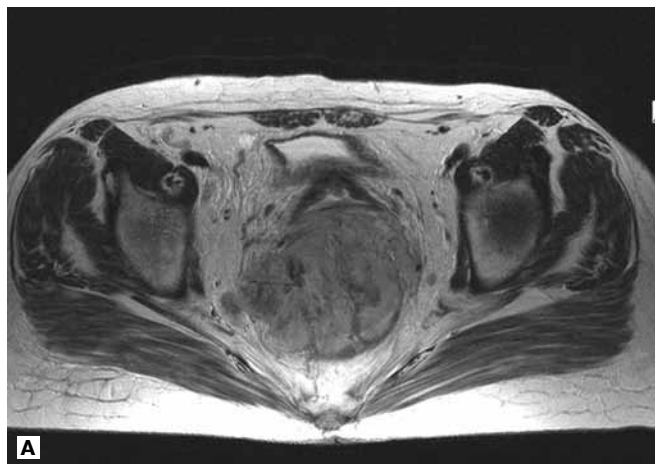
Данные МРТ малого таза пациентки Щ. до химиолучевого лечения (25.06.06). А. Аксиальный срез. Б. Сагиттальный срез.
